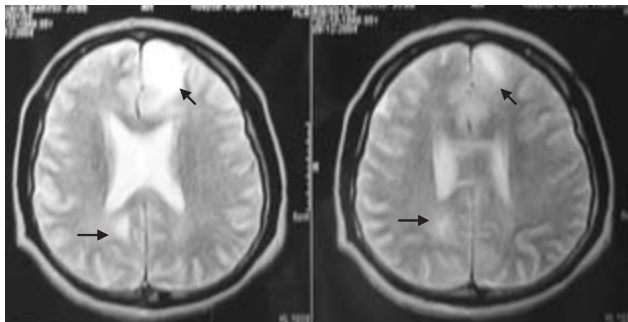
RM en T2 donde se aprecian las lesiones frontal izquierda y occipital derecha (flechas).
